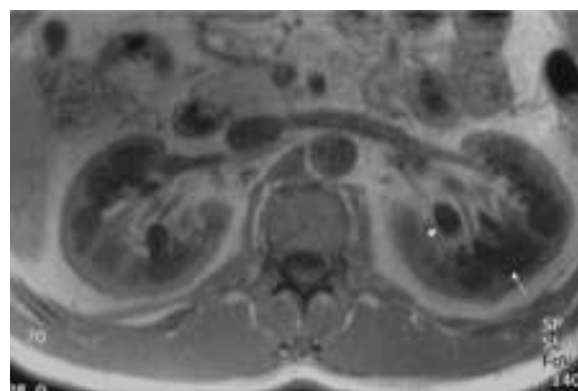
RM axial en T1, que muestra riñones con pobre diferenciación corticomedular (flechas) y los quistes parapiélicos (flecha corta).
